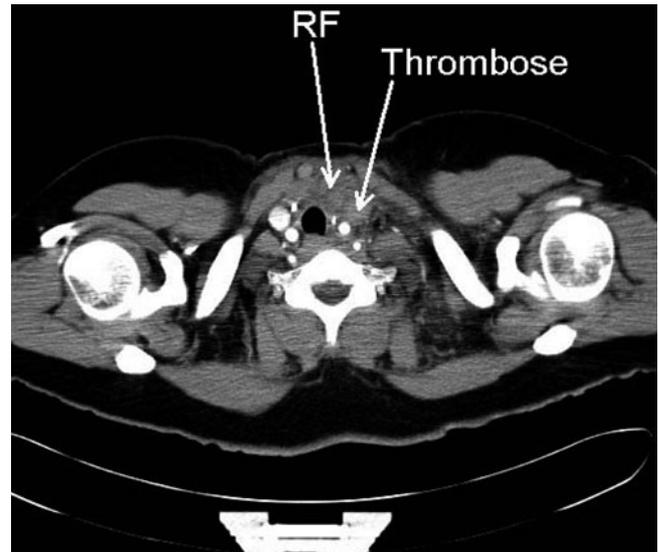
▲ Patientin 3: Computertomographie (CT) des oberen Mediastinums mit Thrombosierung der V. jugularis interna und Raumforderung (RF) prätracheal
